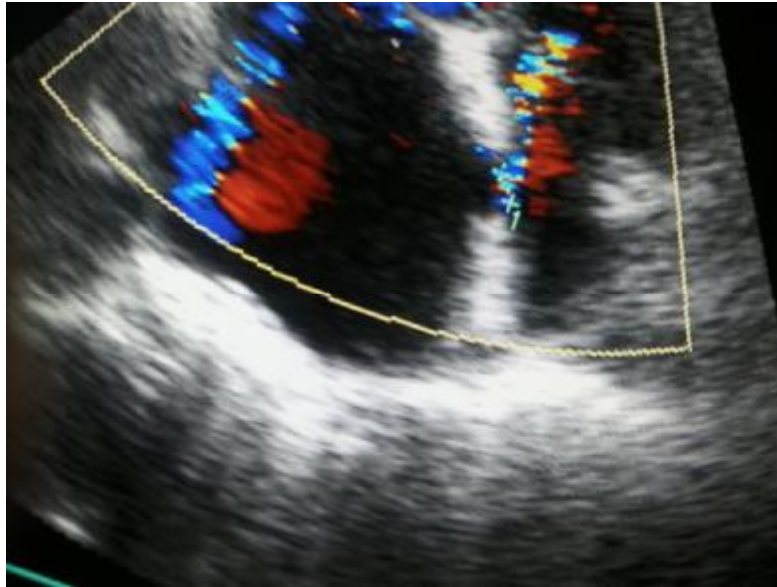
Echocardiographie transthoracique visualisant l'anévrisme du septum interauriculaire et le foramen ovale perméable (FOP) au Doppler couleur
